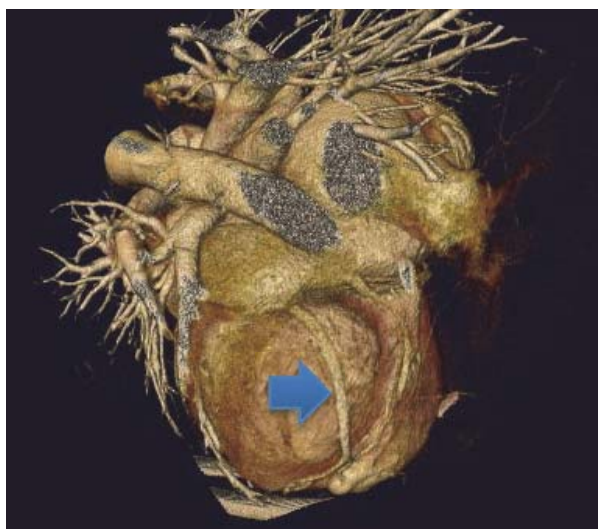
TAC Cardíaco; Una vena posterolateral de buen calibre (flecha), ausencia de otras venas posteriores y dilatación severa de SC
